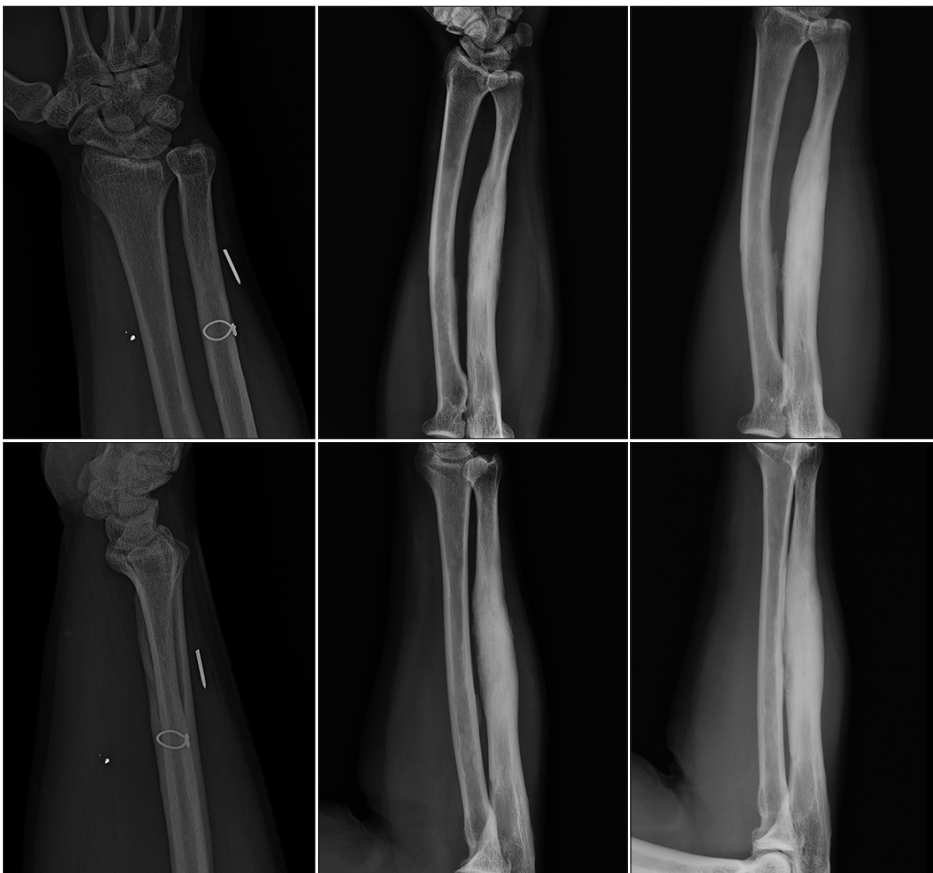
Antero-posterior and lateral wrist radiographs show remained metal material. Three years after metal removal, the forearm radiographs show diffuse thickening and sclerosis of mid-shaft of the right ulna. Cortical thickening and sclerotic lesion of the ulna was enlarged two years after the bone biopsy.
